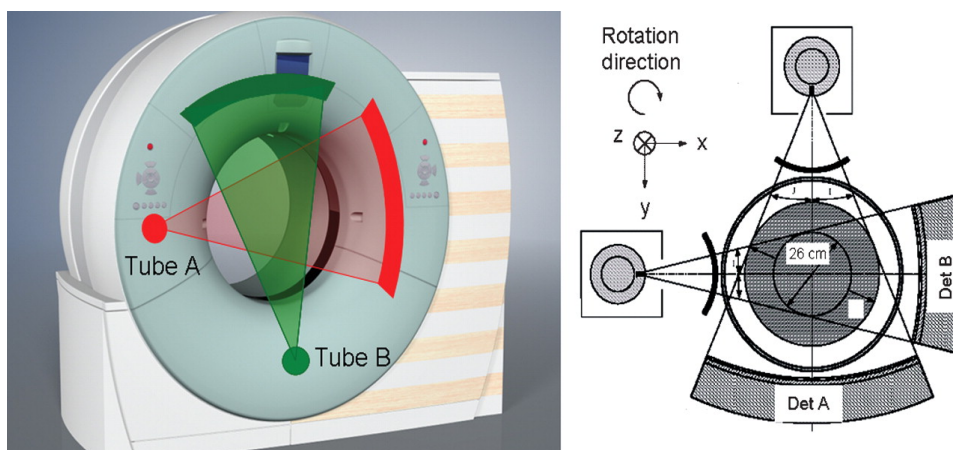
Illustrazione del funzionamento della TC Dual Source
